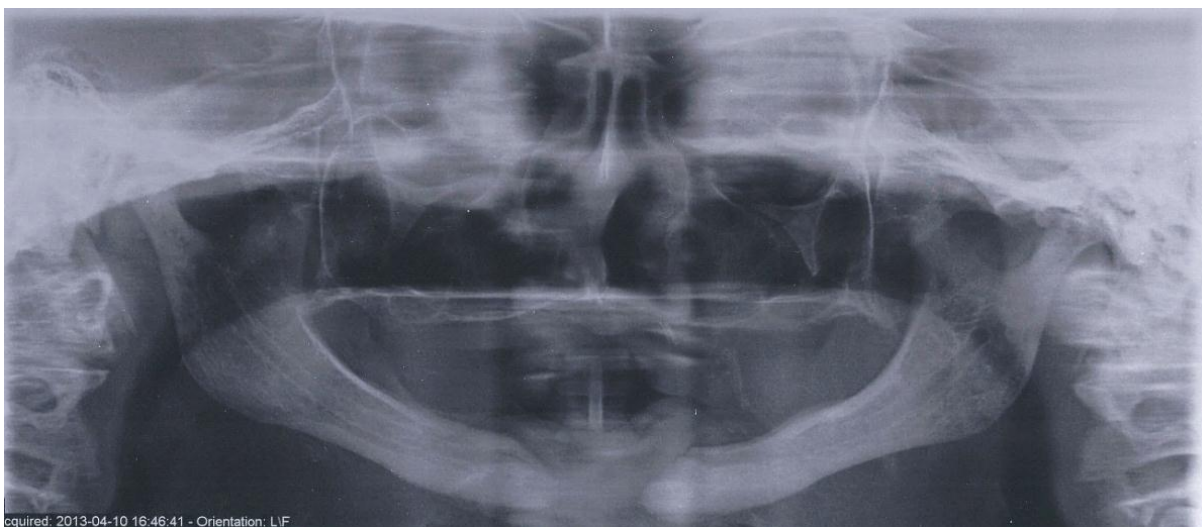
Radiografia panorâmica, mostrando ressecção do segmento anterior da mandíbula e ausência de sinais de osteonecrose.
